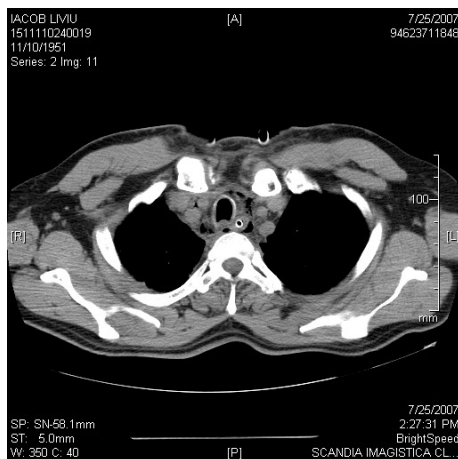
Aspectul CT al diseminării supurației la nivelul mediastinului
